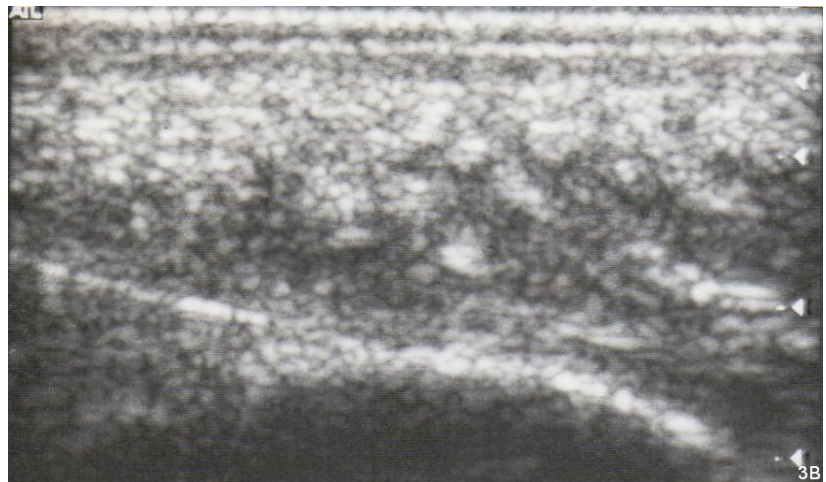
在超音波導引下，將 2 毫升高濃度交結鏈玻尿酸均勻注射於足跟(圖 3A)真皮層深部(圖 3B)。
